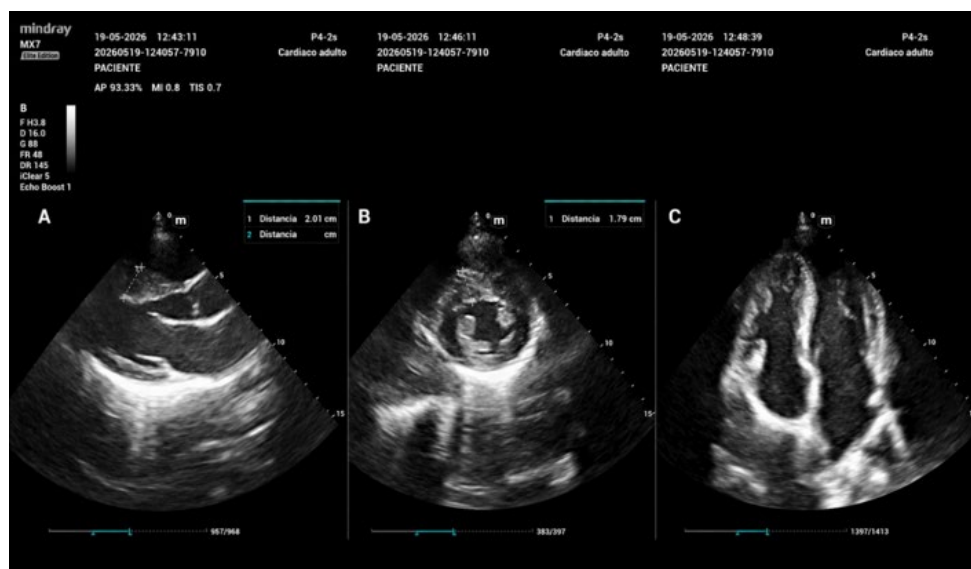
Ecocardiograma transtorácico en atleta femenina de 20 años con diagnóstico de miocardiopatía hipertrófica.
